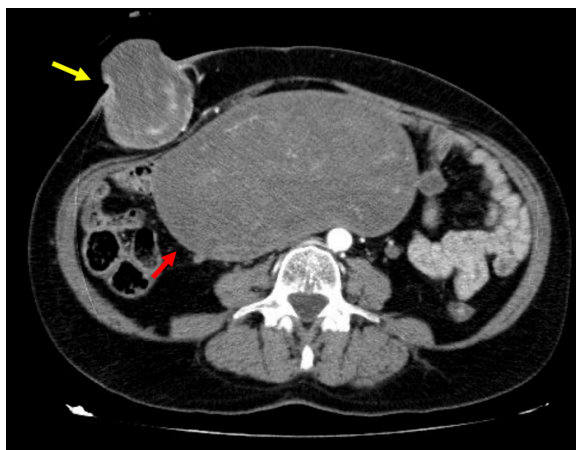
Tomografía computarizada abdominal que muestra tumoración uterina (flecha roja) y metástasis parietal (flecha amarilla). Fuente: Imágenes tomadas del registro institucional.
